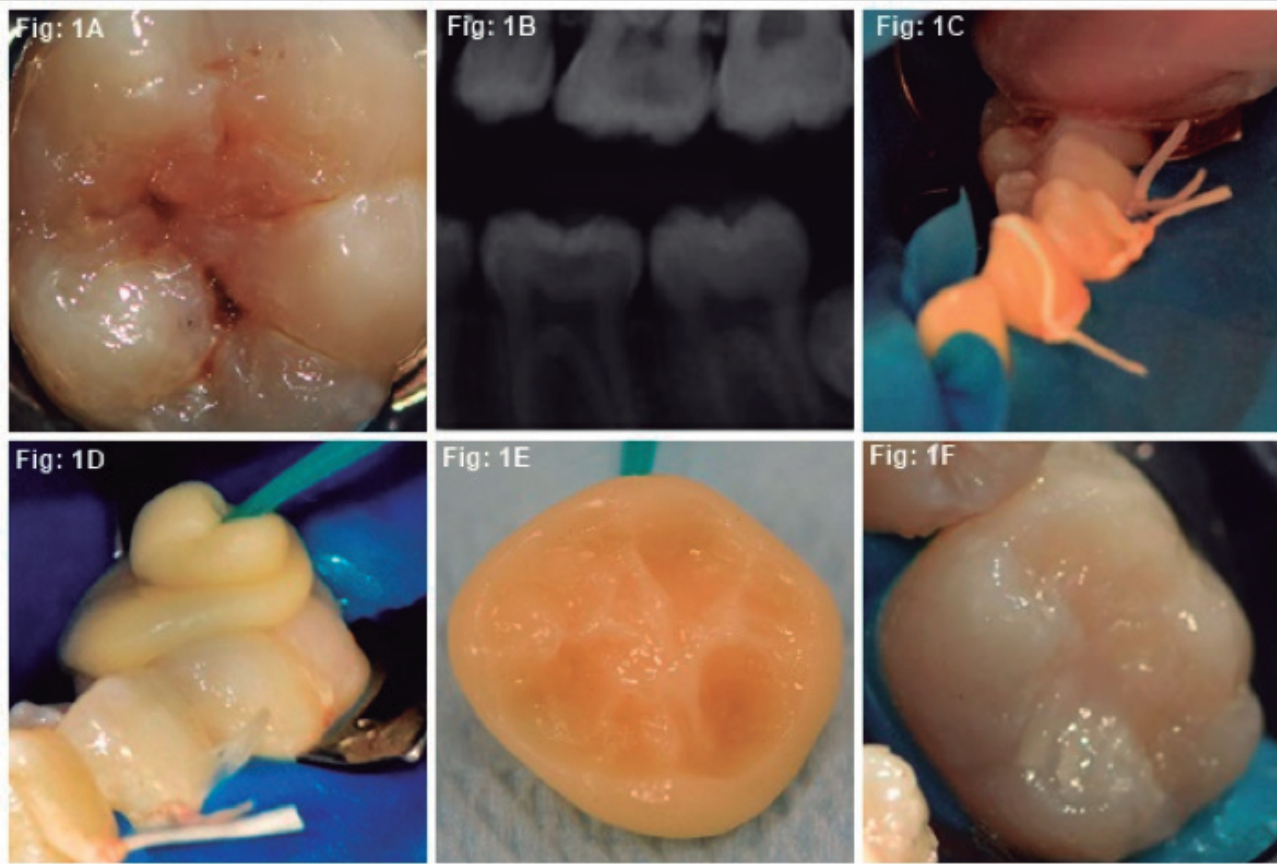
Initial aspect of element 36; 1B) Interproximal radiography; 1C) Application of Vaseline over the tooth; 1D) Preparation of the occlusal replica with the Microbrush rod inserted in the light-cured temporary restorative material in color A3 (Applic - Maquira); 1E) Internal view of the occlusal replica; 1F) Final aspect of the restoration
